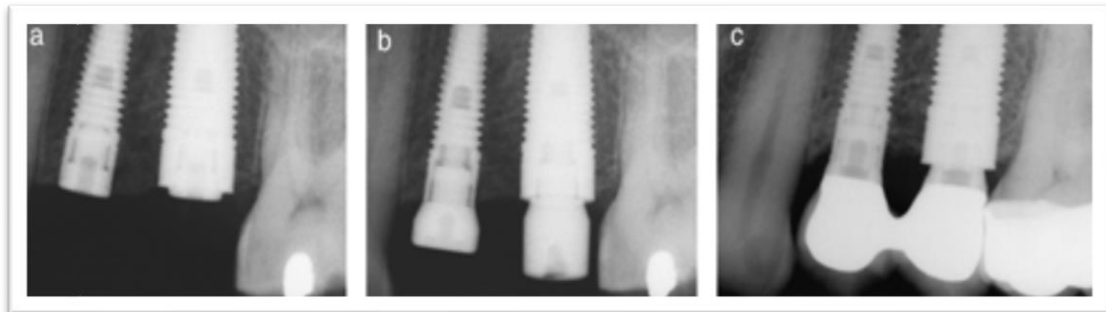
Radiografías: a la derecha implantes con cambio de plataforma, a la izquierda sin cambio de plataforma. a: implantes con tapón de cierre. b: implantes con pilar de cicatrización. c: implantes con coronas. Fuente: (Canullo et al., 2010).
